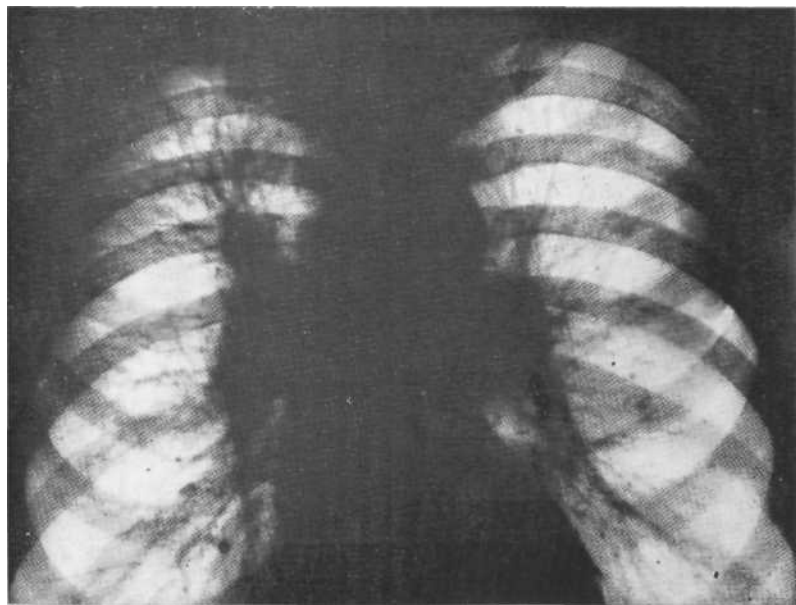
Обзорная рентгенограмма. Тяжистое затемнение в правой прикорневой зоне. Головка и тело корня расширены.
